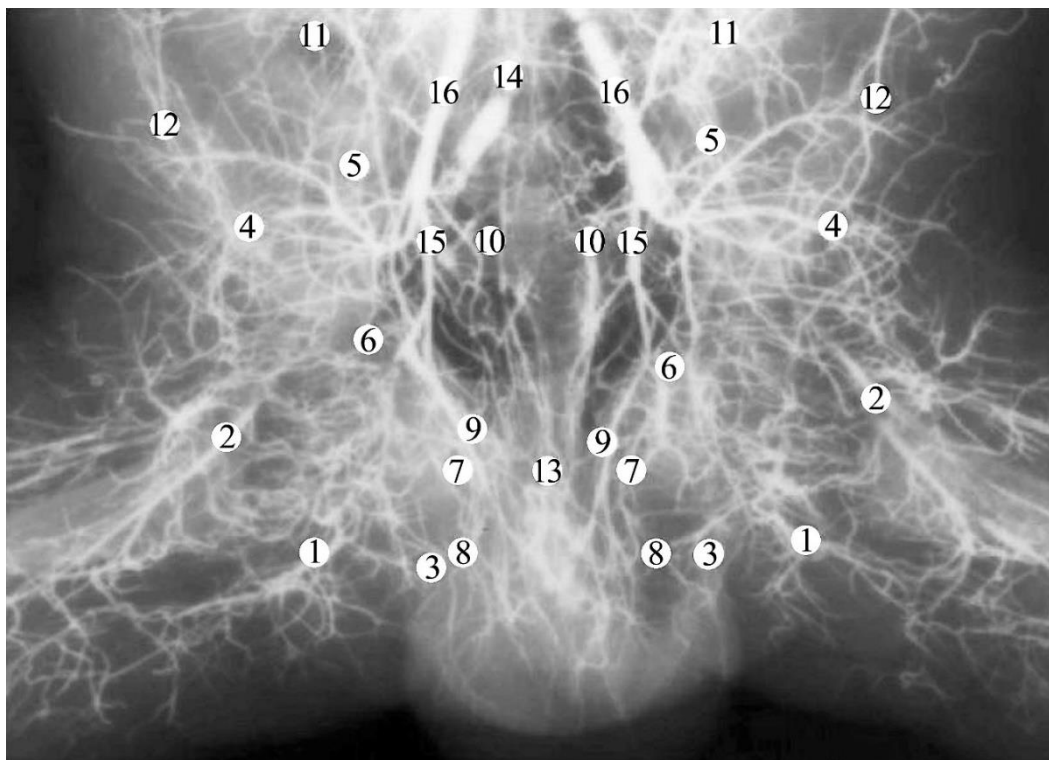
Рентгеновазограма ділянки живота, таза, промежини і передніх стегнових ділянок плода чоловічої статі 375,0 мм ТКД. Венозні судини заповнені сумішшю на основі свинцевого сурику. Зб. 1,8^x:
